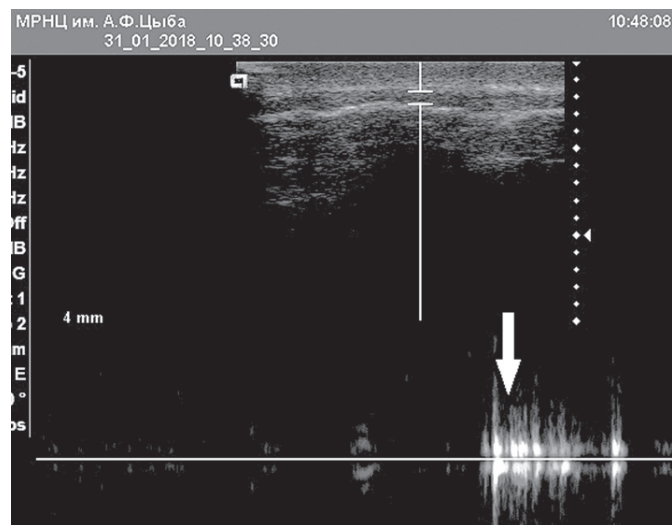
УЗИ-картина крестцового канала в доплеровском М-режиме. Наличие осцилляций (отмечены стрелкой) подтверждает движение жидкости (местного анестетика) в крестцовом канале
